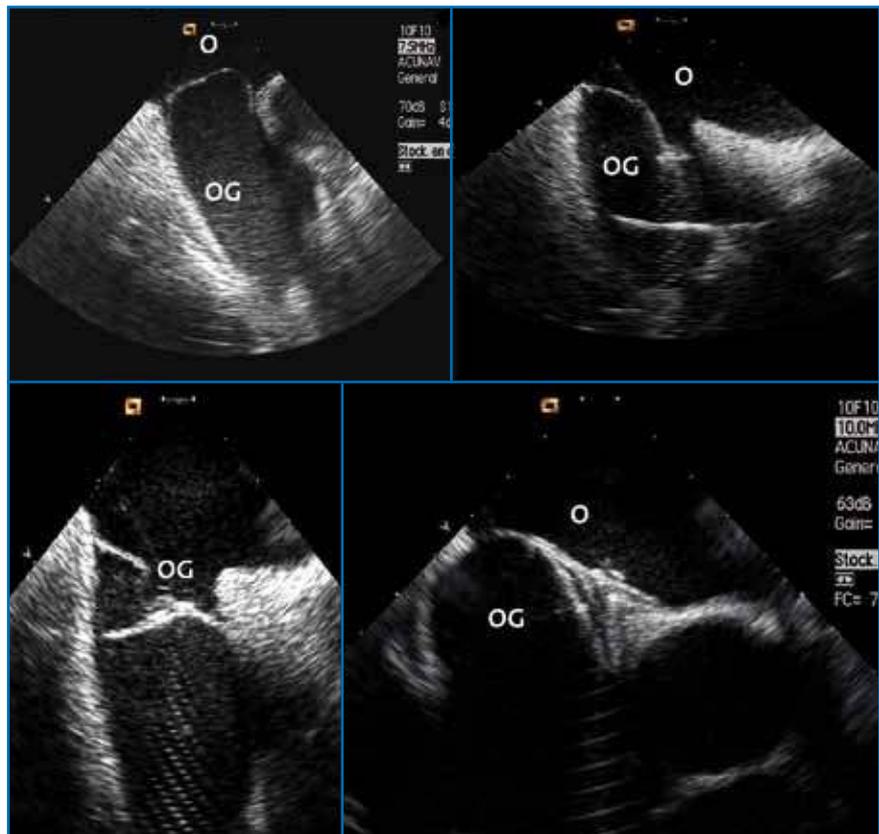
Imagerie par échocardiographie intracardiaque avec successivement analyse du septum, ouverture de la partie gauche de la prothèse, apposition sur la face gauche et mise en place définitive.
